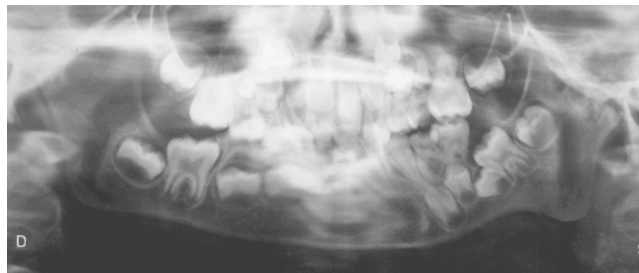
Симптом «каблочки» на ортопантомограмме ребенка 5 лет с левосторонней нижней микрогнатией
